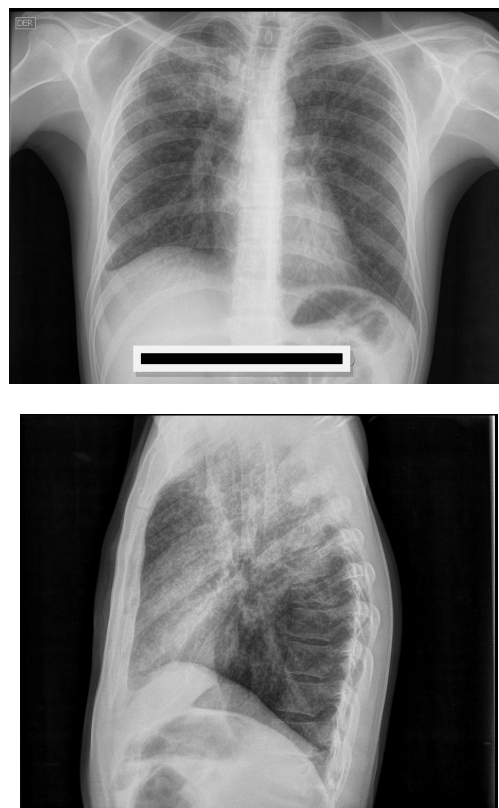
Radiografía de tórax proyección PA.
